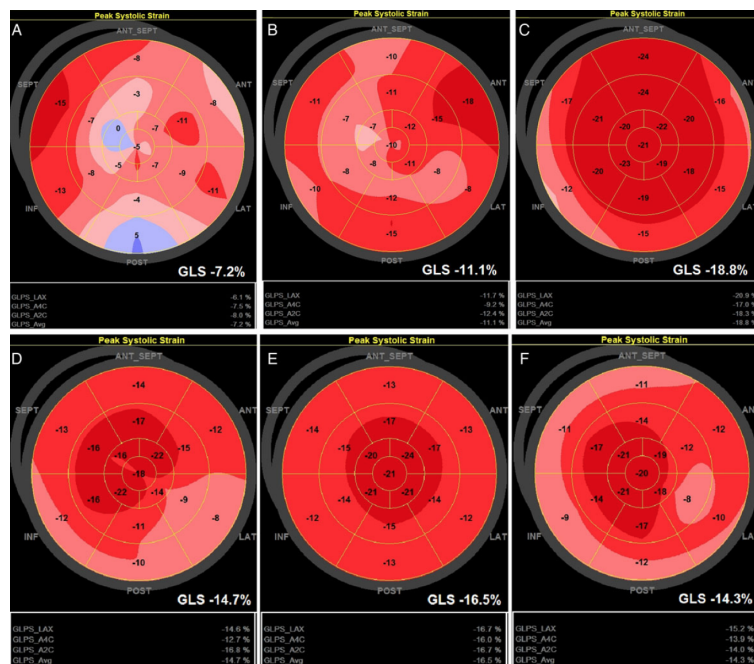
Ojo de buey de la evolución del GLSVI en el Ecocardiograma basal (izquierda), al mes (centro) y al año (derecha) tras el TC en un paciente sin $RAC \geq 2R$ (arriba) vs un paciente con varios episodios de $RAC \geq 2R$ en el seguimiento, modificado referencia⁶³.
